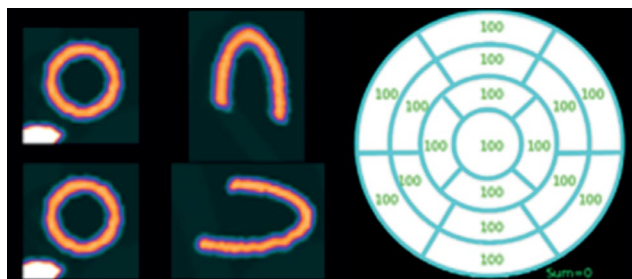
Эталонная полярная карта перфузии миокарда левого желудочка виртуального пациента со здоровым миокардом (норма). Значения показателя SRS (Summed Rest Score): $S_{\max}^{ref} = S_{90}^{ref} = S_{\text{norm}}^{ref} = 0$.
